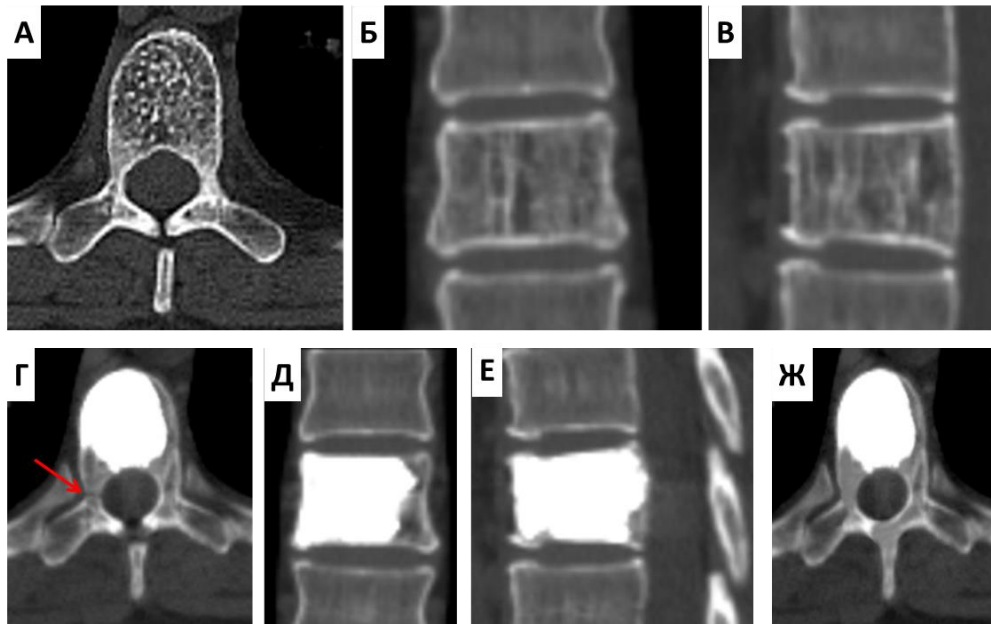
А, Б, В – КТ-сканы Th8 позвонка больной М. до операции.
